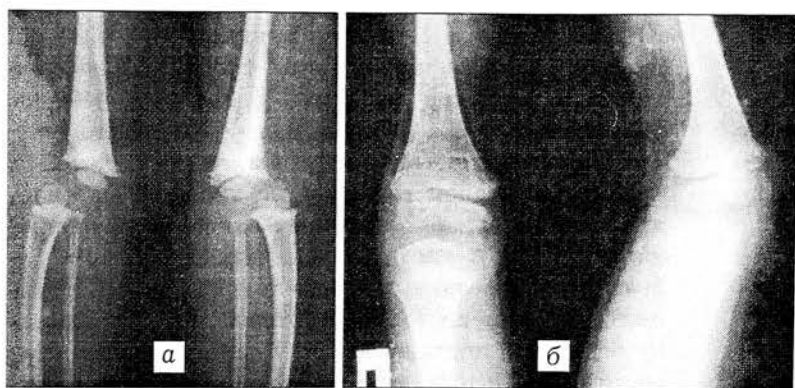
Рентгенограммы больного с синдромом Ларсен.
